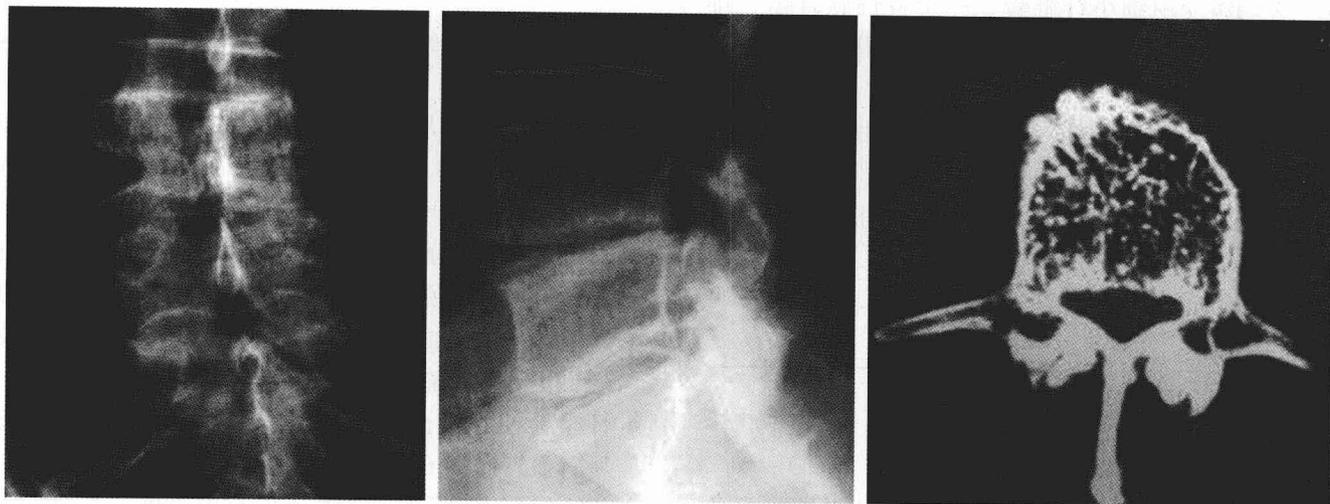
L4 椎体血管瘤可见粗糙垂直排列的骨小梁。前后观（左）、侧面观（中）与 CT（右）。
